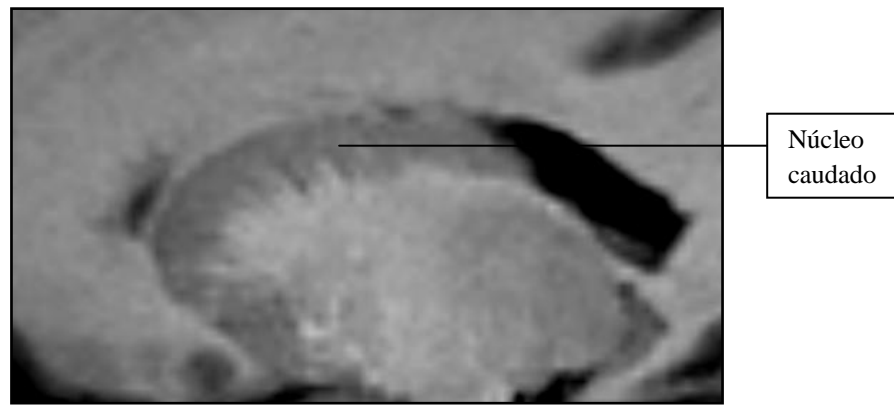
Estudio de RM, imagen 3D FSPGR, plano sagital, mostrando la morfología en “C” del núcleo caudado.
